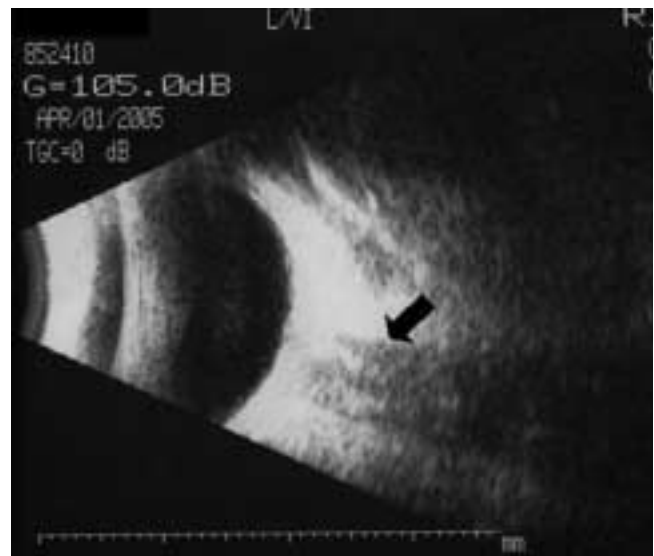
Ultrasonido orbitario.
